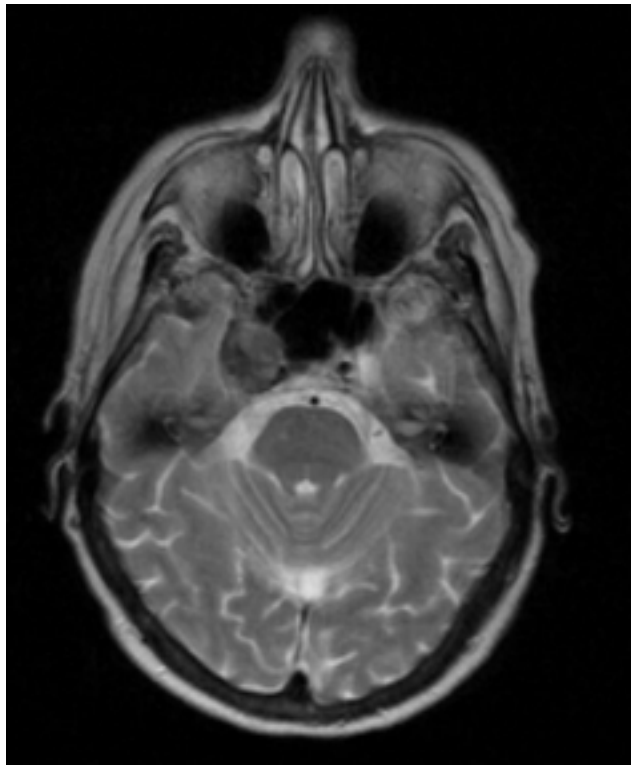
Secuencia axial de resonancia magnética ponderada en T2: aneurisma intracavernoso derecho parcialmente trombosado.
